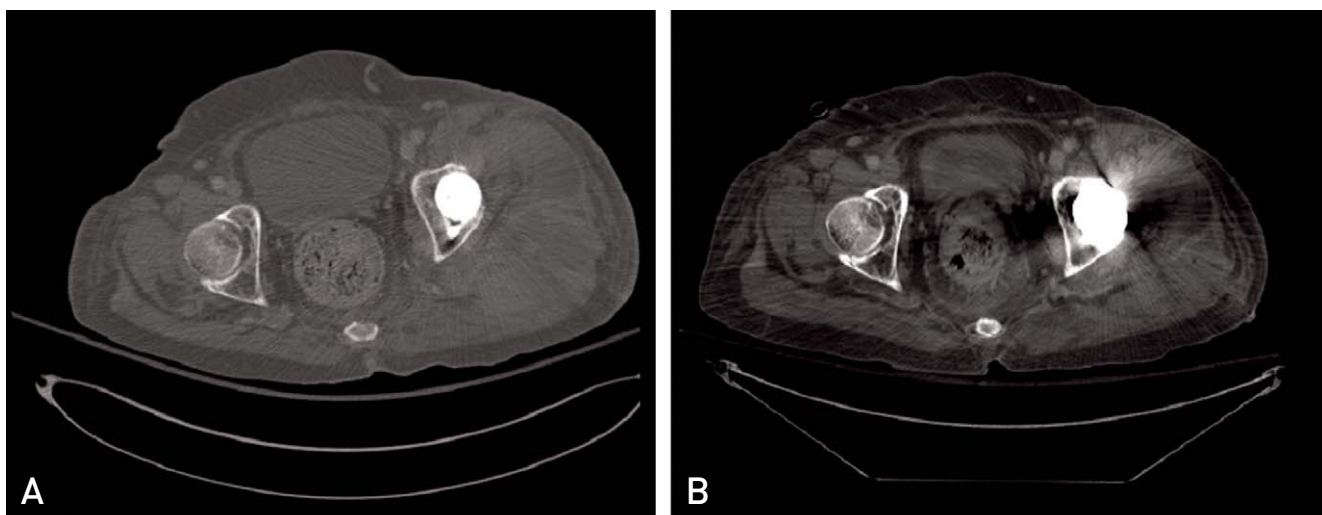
(A) Before hematoma evacuation, axial computed tomography scan shows large amount of hematoma between gluteus maximus and vastus lateralis muscle. (B) After hematoma evacuation, axial computed tomography scan shows drastically reduced hematoma between gluteus maximus and vastus lateralis muscle.
